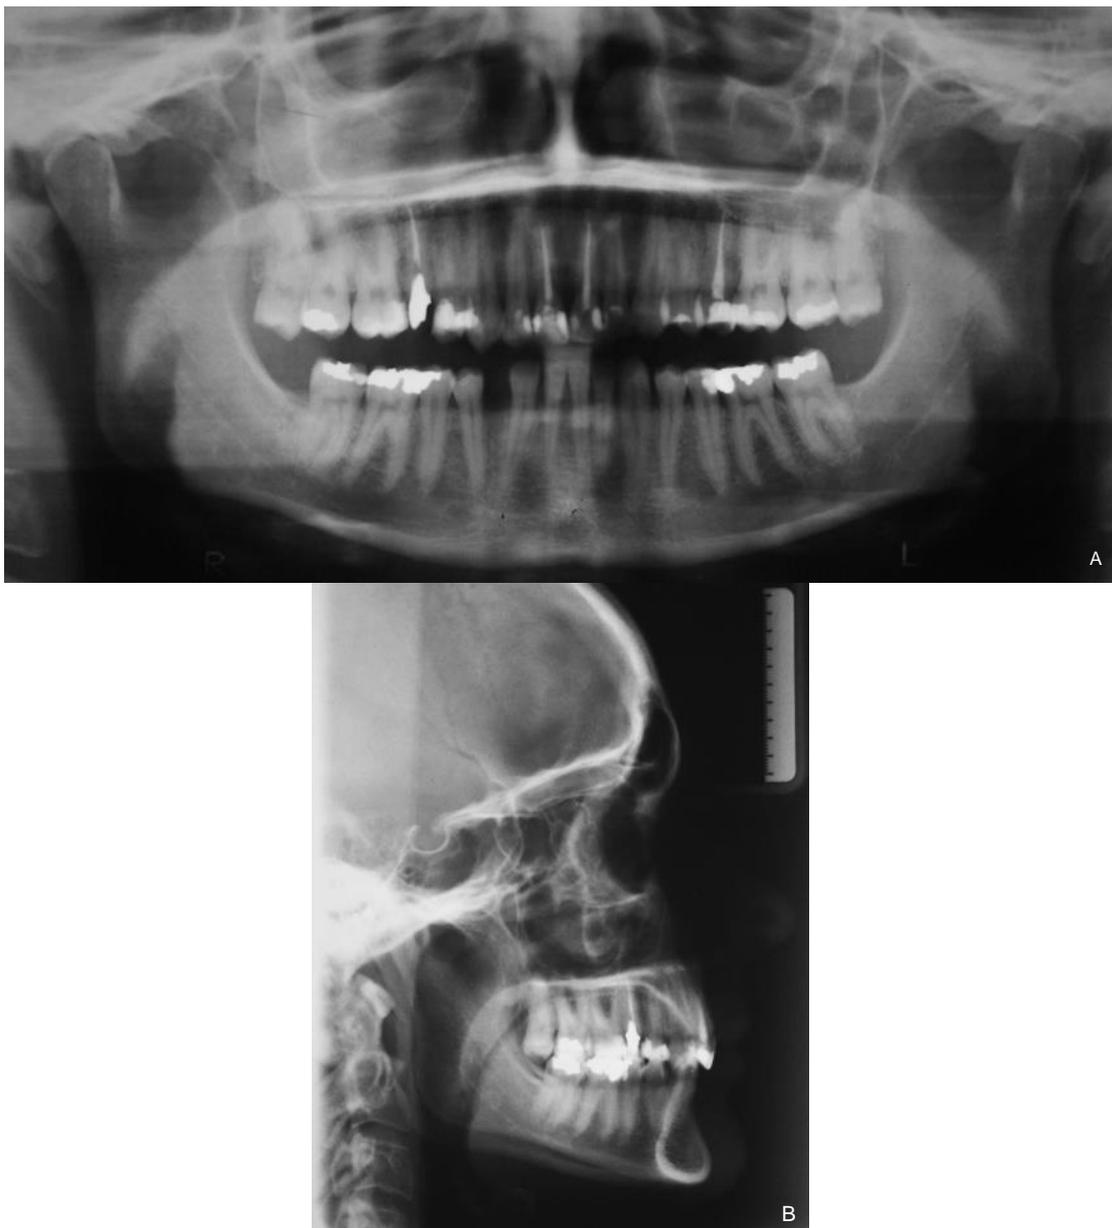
(A-B) – Radiografia panorâmica e Telerradiografia inicial
